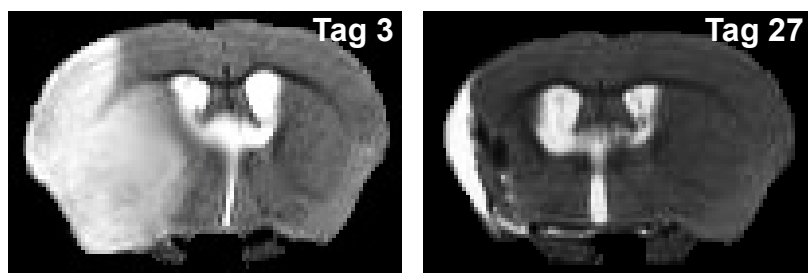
Bildliche Darstellung des Infarktgebiets mit T2-gewichtetem MRT 3 und 27 Tage nach MCAO. Exemplarisch sind koronare Gehirnschnitte aus einer mit anti-CD25 behandelten Maus dargestellt. Am Tag 3 nach MCAO wurde die Läsion über die Wassereinlagerung mit dem MRT bildlich dargestellt und wie in Kapitel 2.2.4.1 berechnet. Am Tag 27 nach MCAO ist im MRT defektes und vernarbtes Gewebe in der ischämischen Hemisphäre zu erkennen. Zusätzlich sind atrophische Bereiche gefüllt mit Zerebrospinalflüssigkeit als hyperintense (weiße) Bereiche abgebildet. Zunächst wurde das Volumen des defekten und vernarbten Gewebes und des atrophisierten Gewebes gemessen und von der gesamten ipsilateralen Hemisphäre abgezogen, welches anschließend von dem Volumen der gesamten kontralateralen Hemisphäre abgezogen wurde, um am Tag 27 das indirekte Läsionsvolumen zu berechnen.
